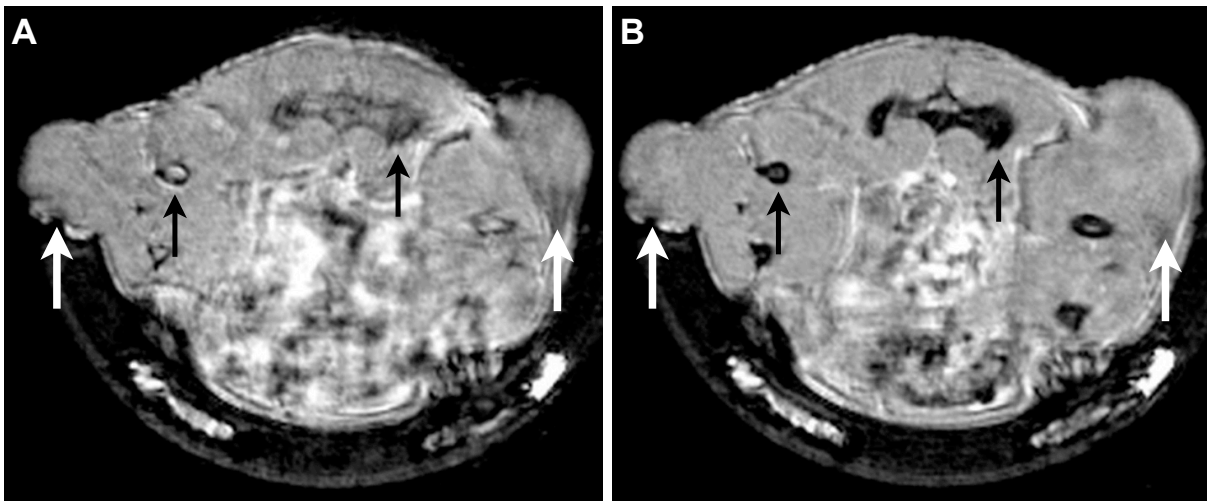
Tumor-Bildgebung mittels MRT-Messung vor und nach Gabe von AnxA5-VSOP. Axiale Schichtorientierung vom Rumpf einer Maus. Darstellung zweier Tumore (H69AR links und HT-1080 rechts, weiße Pfeile) vor (A) und 3 h nach Injektion der Probe (B). Die für Eisenoxidnanopartikel typische Signalauslöschung im Bereich des Knochenmarks ist durch schwarze Pfeile gekennzeichnet.
